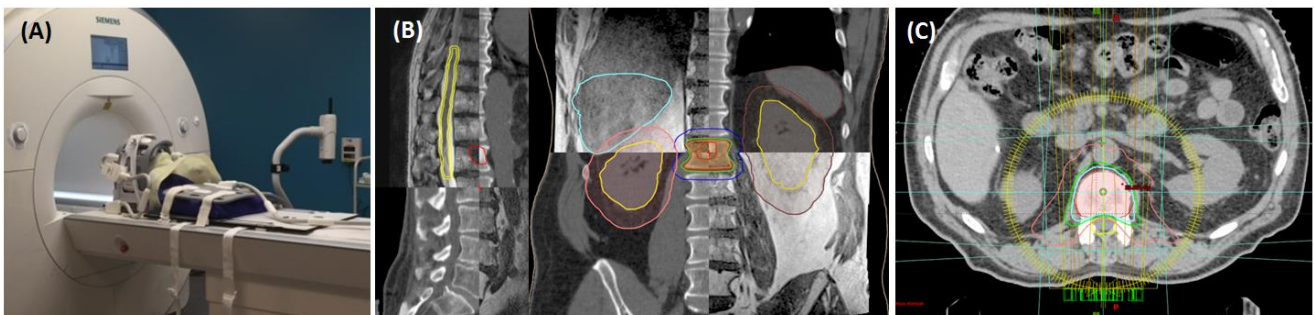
(A) Setting up at the 1.5T MR scan for the imaging acquisition protocol in treatment position for the Spine SBRT. Patient's immobilization device was placed on the MR compatible table with dedicated cushion. For this acquisition of C7 and T1, two head flex coils and one body flex coil were used. (B) Sagittal and coronal view of the registration between CT planning and MR images acquired in treatment position. GTV on L1 is contoured in red on both CT and MR modalities, delineation of spinal cord in yellow is performed on MR T2-w SPACE and other organs at risk are defined on CT scan. (C) Dose plan shows isodose lines of interest, for good coverage of PTV (isodose 25.8 Gy in light blue), spinal cord (isodose 22 Gy in green), and kidneys (isodose 12 Gy in pink) sparing.
